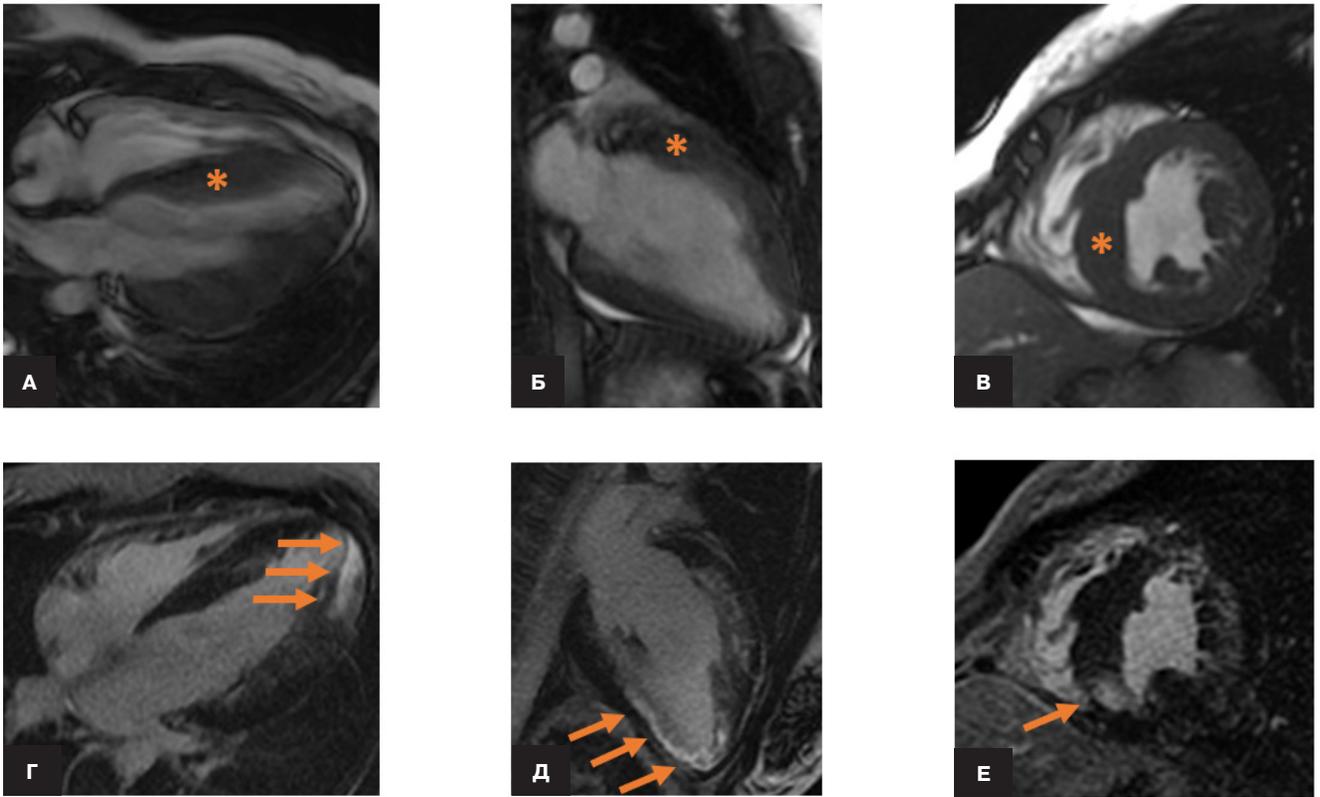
МРТ сердца пациентки 1.
